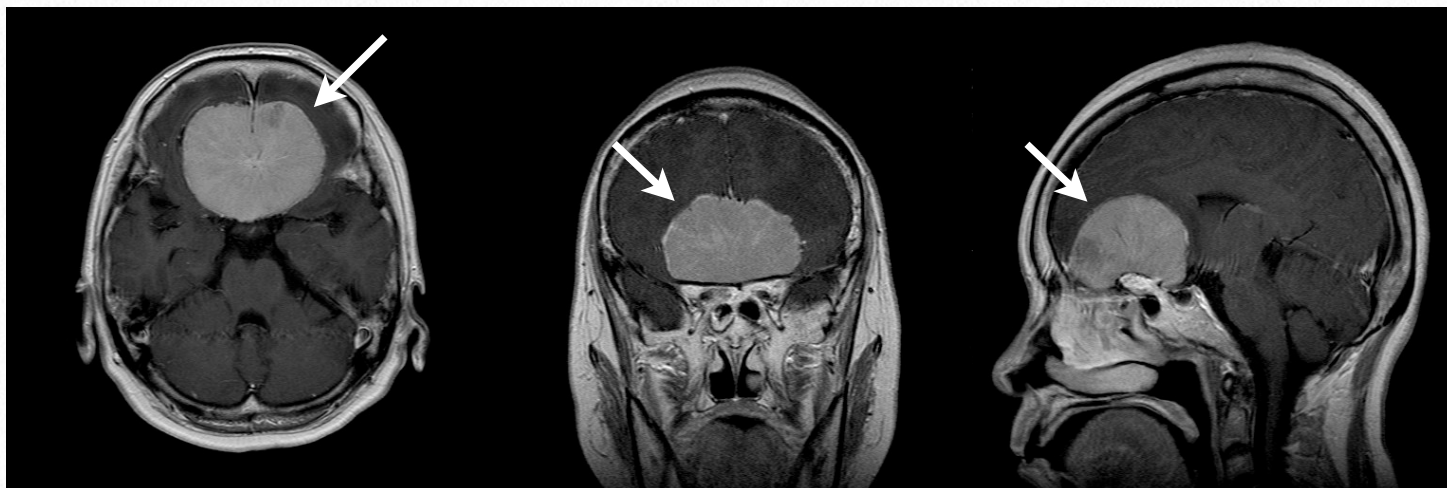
症例10・術前頭部MRI：頭部MRI T1WI Gdでは、planum sphenoidaleの硬膜から発生し、両側前頭葉底面から上方へと伸展していた。（→）。腫瘍は内側に伸展し橋を圧迫していた。
